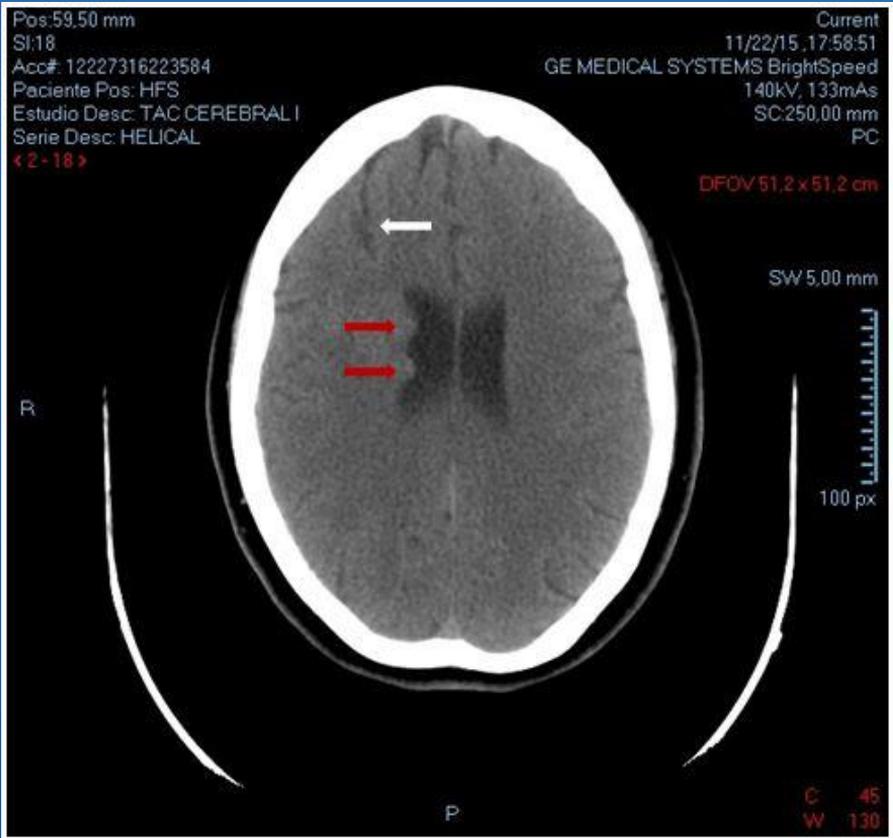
Tomografía Computada (TC) de cerebro sin contraste, donde se observan dos imágenes de configuración nodular, en topografía del ventrículo lateral derecho (flechas rojas), compatibles con Heterotopia Nodular Subependimaria (HNS). Se observa a su vez, la presencia de área de paucigriria que impronta sobre el ventrículo lateral derecho, vinculable con esquizencefalia de labio cerrado (flecha blanca).
